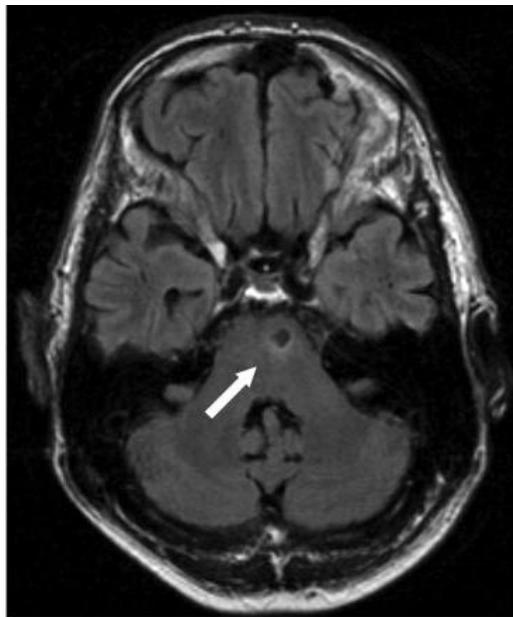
Resonancia magnética en FLAIR, muestra lesión hipointensa redonda en el puente con anillo hiperdenso correspondiente a gliosis
